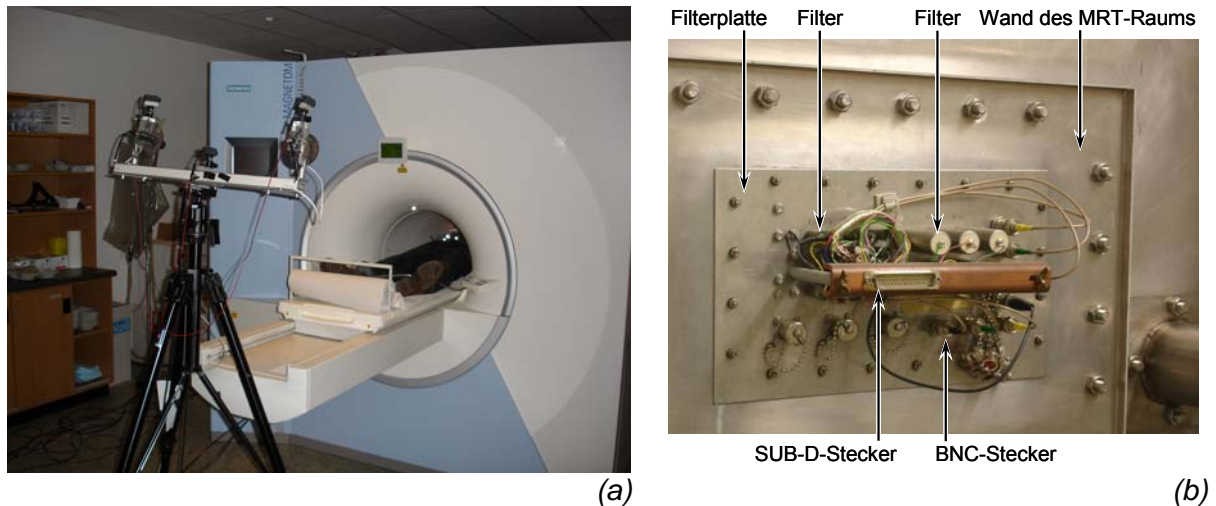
Mit dem FIVE-System können Atembewegungen während der MRT gemessen werden (a). Die elektrischen Signale des FIVE-Systems müssen über eine Filterplatte in den und aus dem MRT-Raum geleitet werden (b). Sie verhindert die Überleitung von Störsignalen in den als Faradayschen Käfig gestalteten MRT-Raum.
